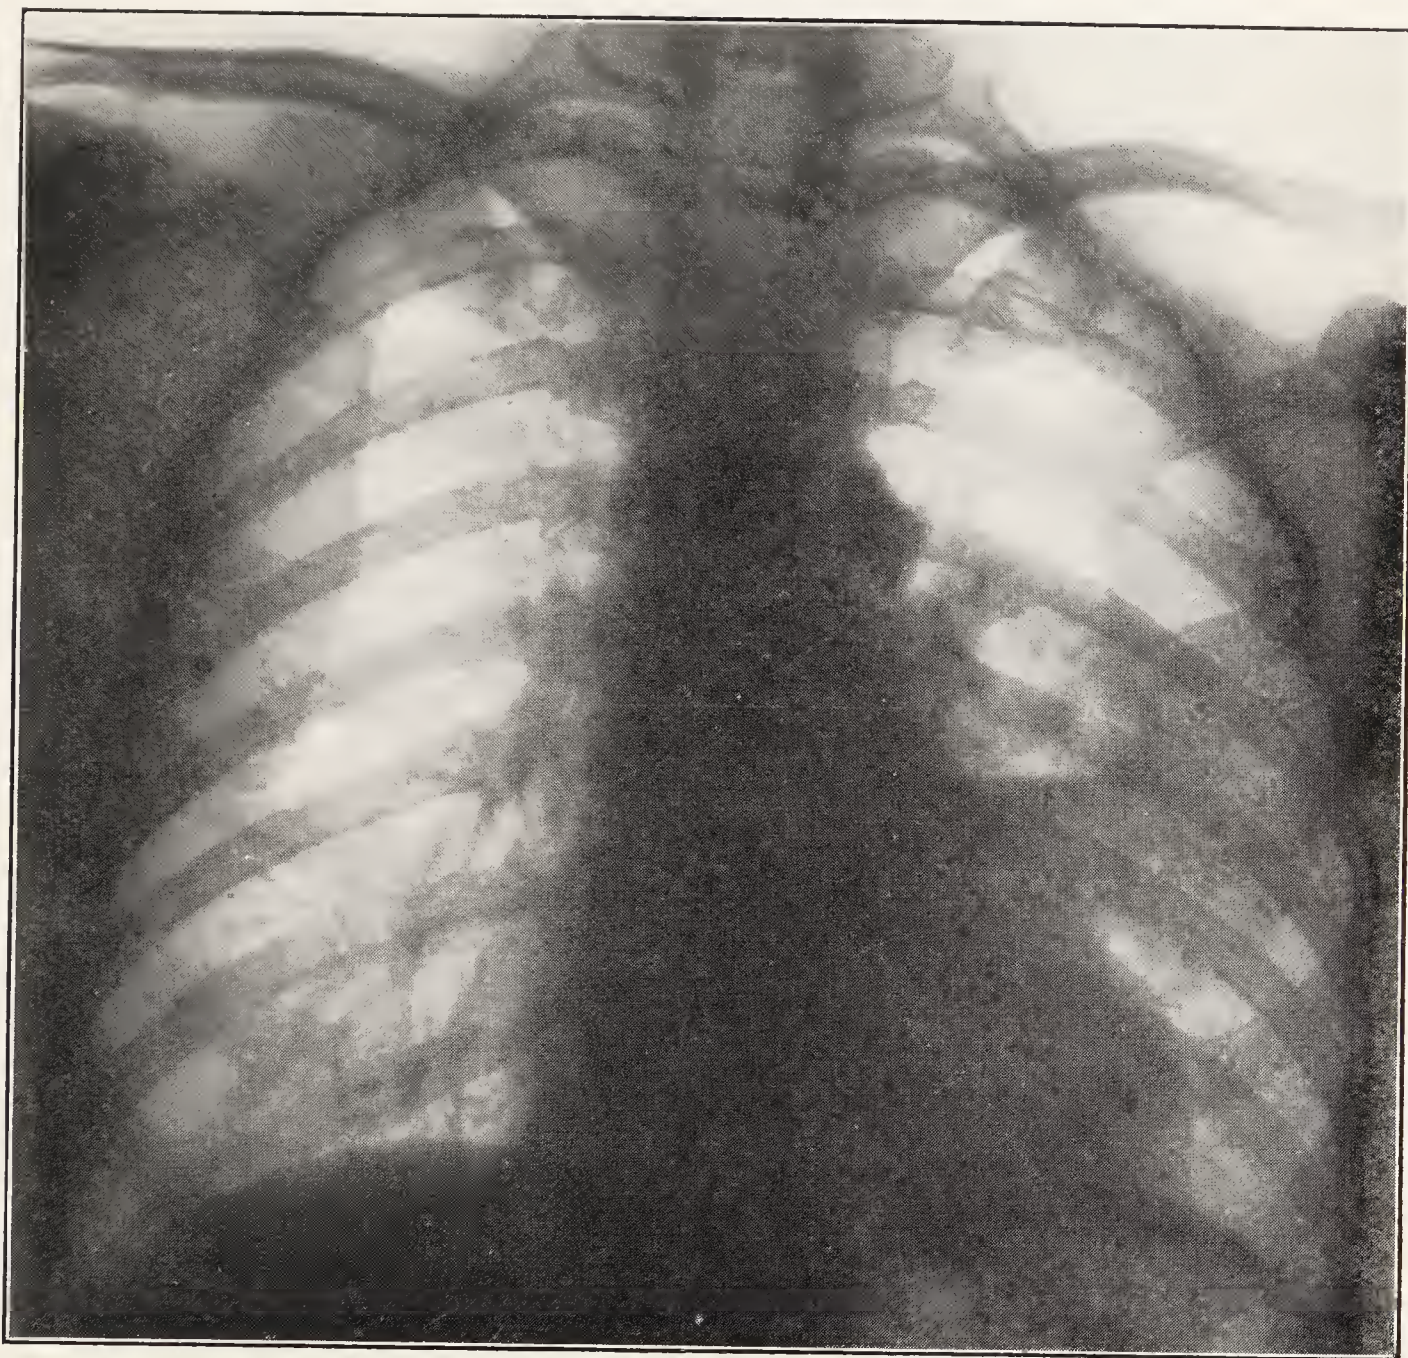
Radiographie d'un abcès du poumon (PORCHER).
